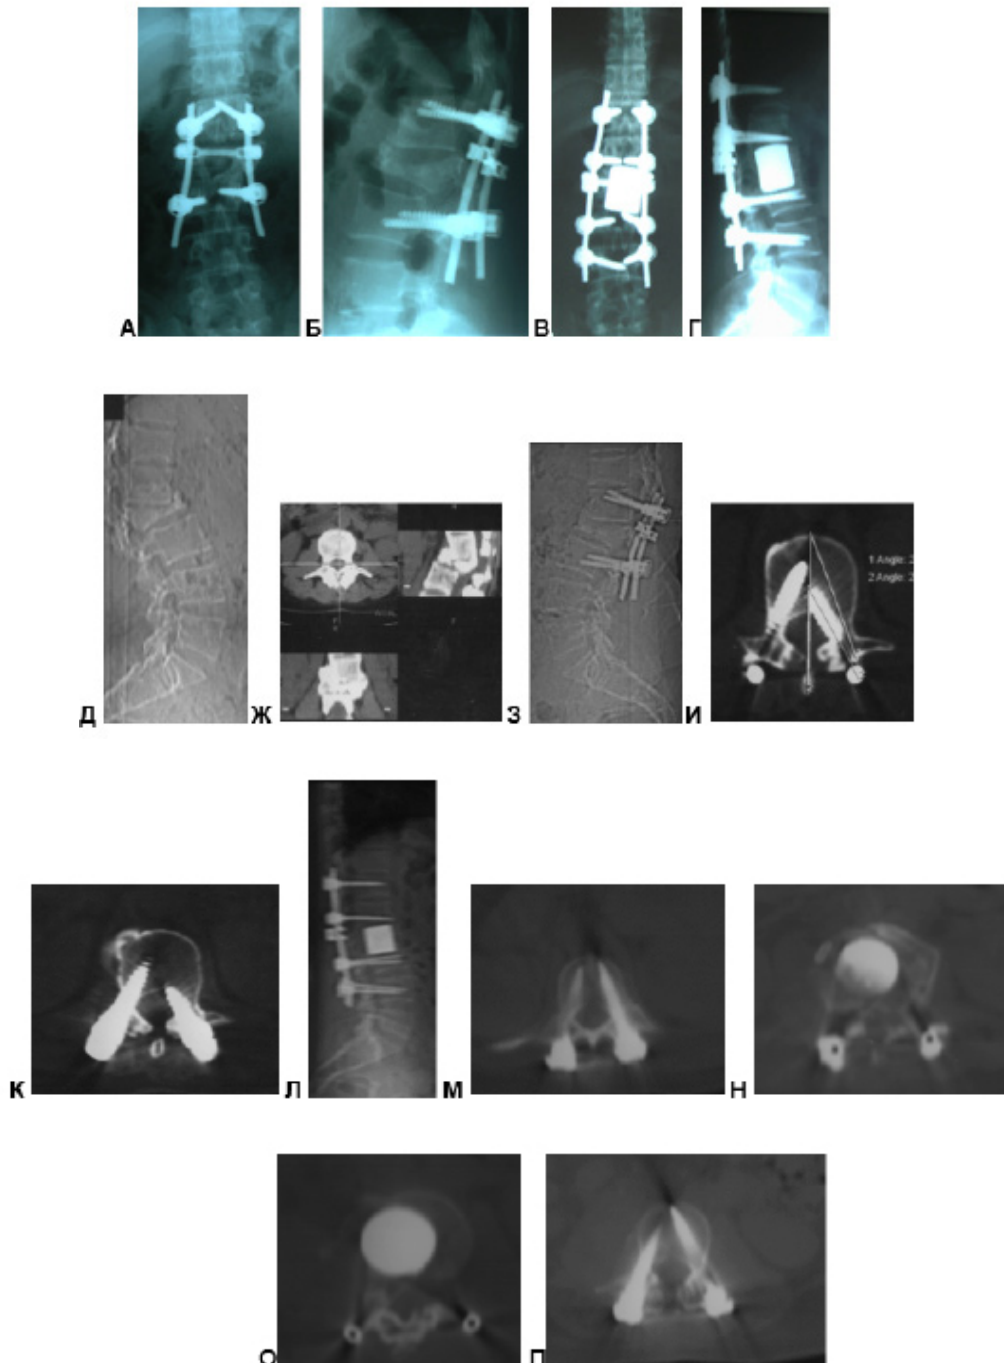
А, Б – рентгенограммы после 3 операции; В, Г – рентгенограммы после 4 операции; Д, Ж – КТ топограмма и 3D снимки после 2 операции – кифотическая деформация позвоночника; З, И, К – КТ после 3 операции – корригирована кифотическая деформация, мальпозиция винтов; Л, М, Н, О, П – КТ после 4 операции перемонтажа ВТФ и вентрального спондилодеза – топограмма и аксиальные срезы - точно в корнях дужек расположены винты и в проекции тела резецированного позвонка кейдж из пористого никелида титана
